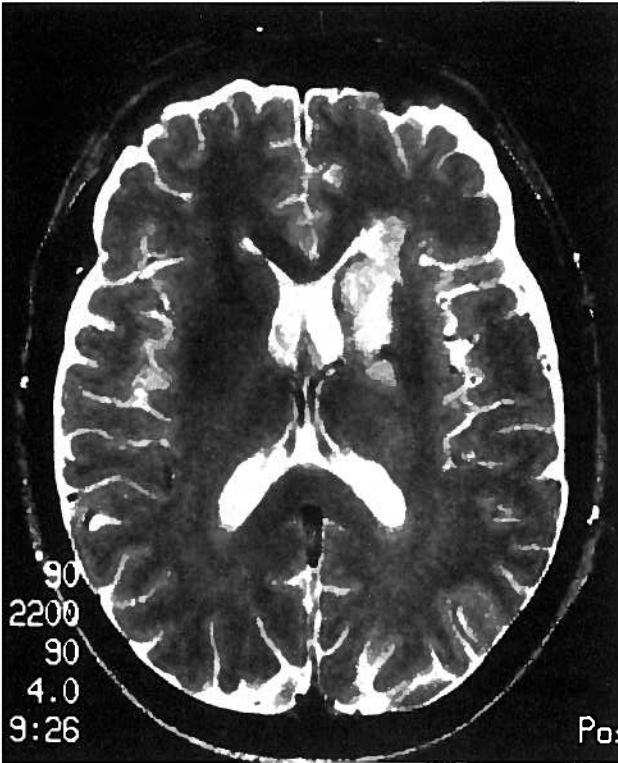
RMN do 4º doente, em plano axial, que mostra lesão do hemisfério cerebral esquerdo peri-ventricular anterior, sem desvio da linha média nem significativo efeito de massa.
